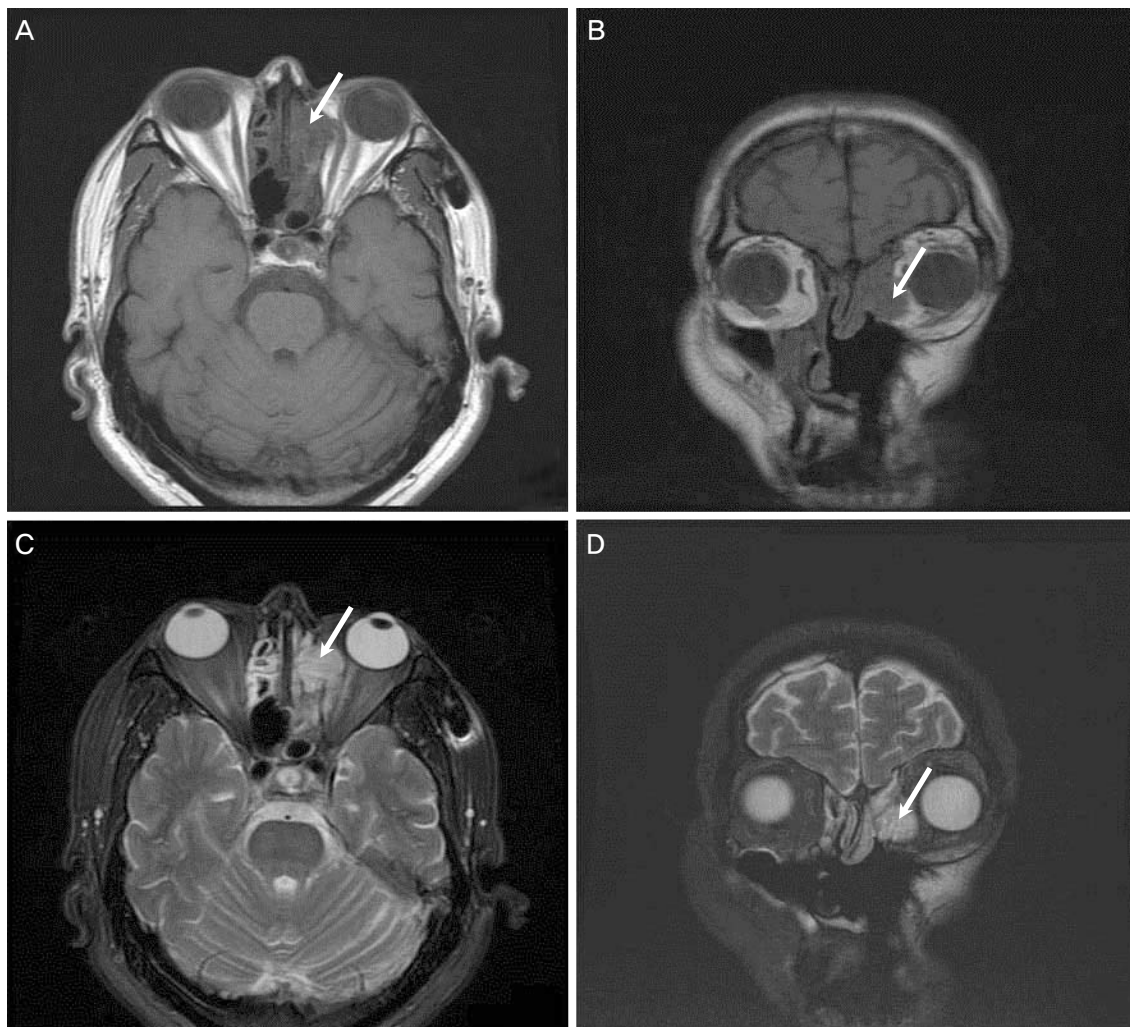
Well defined mass from left ethmoid sinus to medial orbit wall on magnetic resonance (MR) images. The mass shows low signal intensity on T1-weighted image (A, B) and high signal intensity on T2-weighted image (C, D) (arrow).
